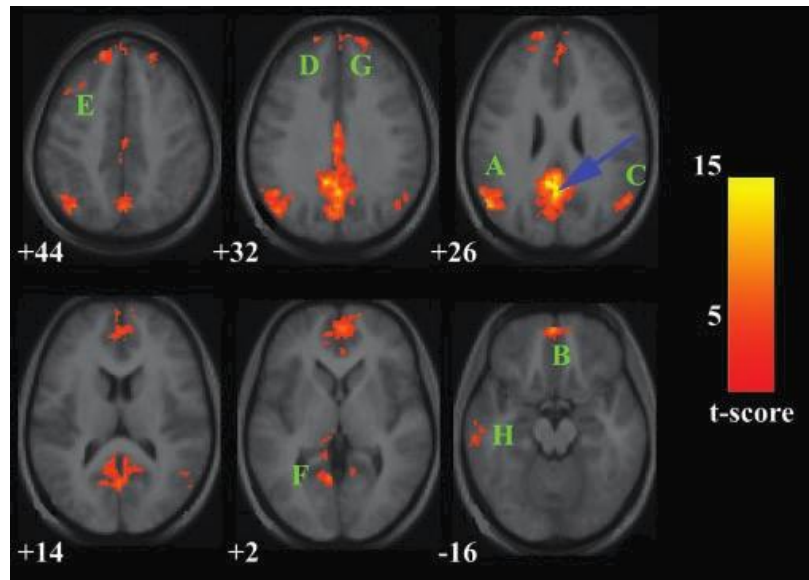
b Mappa RM funzionale che illustra la connettività della corteccia del cingolo posteriore durante lo stato di riposo (*resting-state*). La freccia blu indica il PCC. Le localizzazioni dei clusters di attivazione significativamente correlati sono denominati da A – H.
